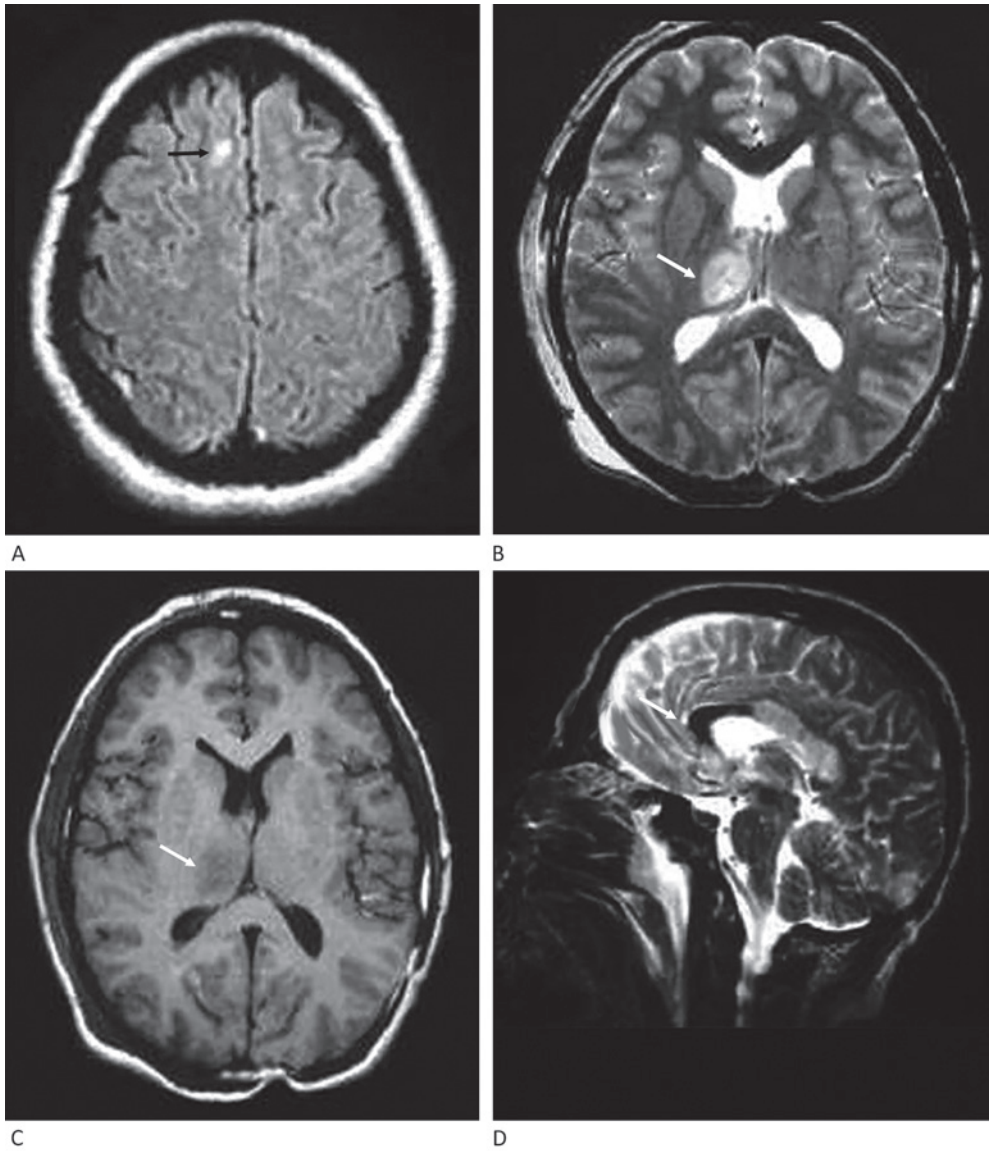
Imagen de resonancia magnética nuclear axial en T1 (A) y T2 (B) foco edematoso talámico derecho, axial en Flair (C) lesión de cizallamiento subcortical y sagitales T2 (D) lesión axonal difusa de cuerpo calloso.
